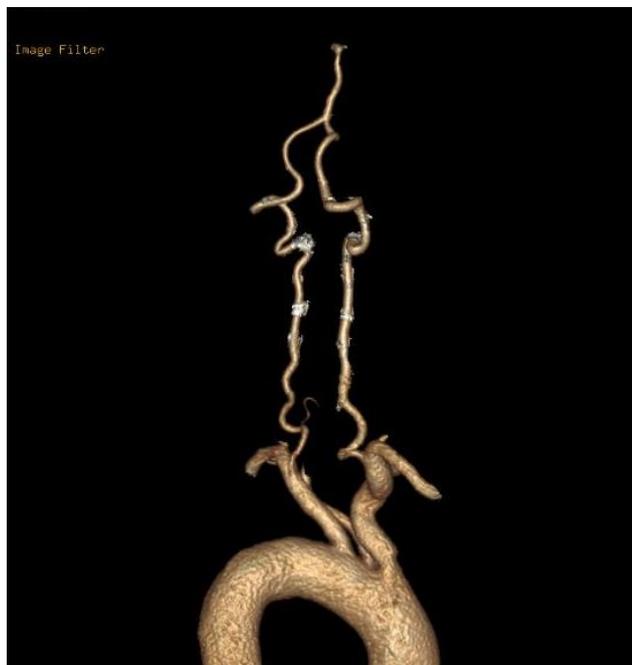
СКТ-ангиография дуги аорты и ее ветвей. Отмечается отхождение позвоночной артерии из задней стенки подключичной артерии слева и перегиб первого ее сегмента.
